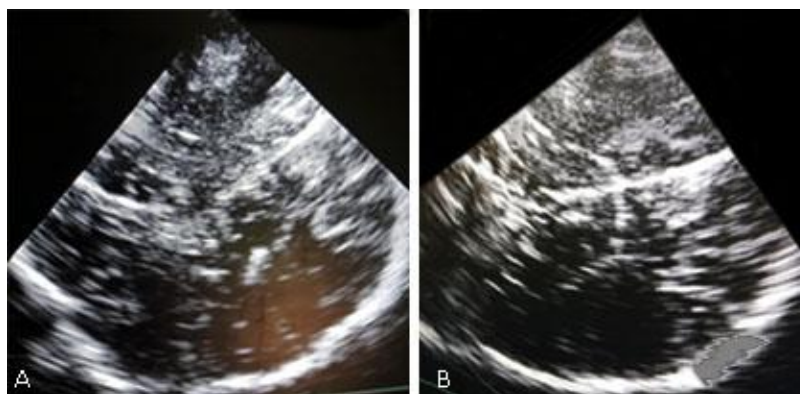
Ultrasonido transoperatorio. A) Preresección. B) Posresección.
